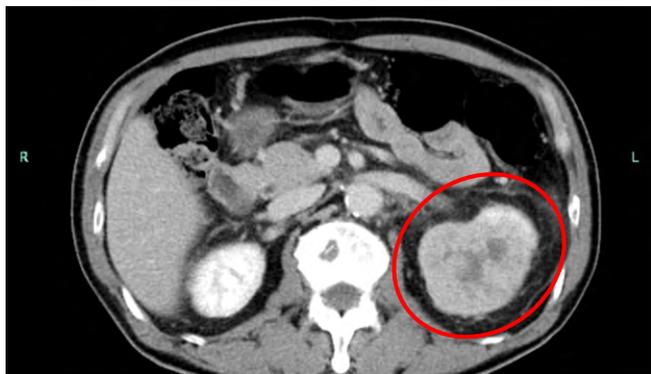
Computed tomographic (CT) findings. Abdominal CT image showing a mass measuring 61 mm in diameter in the left kidney (red circle).
